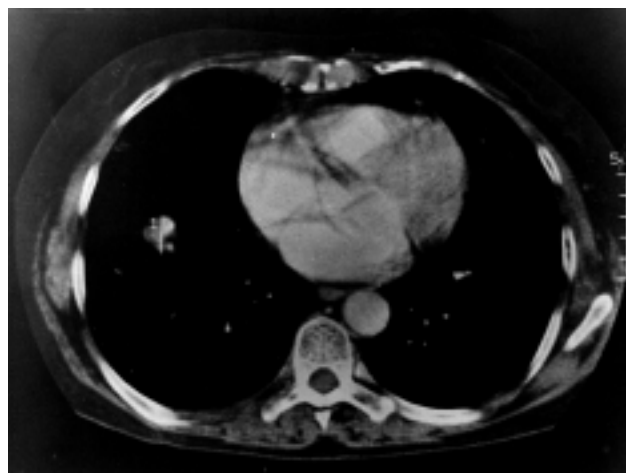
Tomografía computada de tórax, en la que se observa imagen nodular en región parahiliar derecha en hemotórax ipsilateral.
